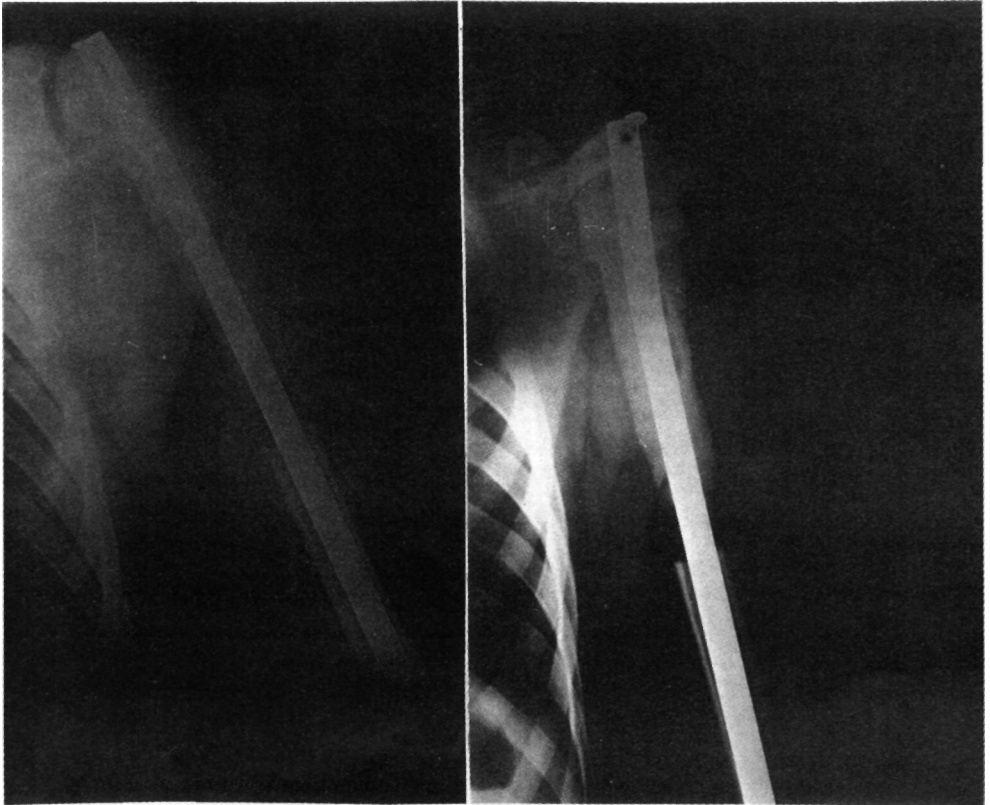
Radiografía postoperatoria. Frente y perfil.
